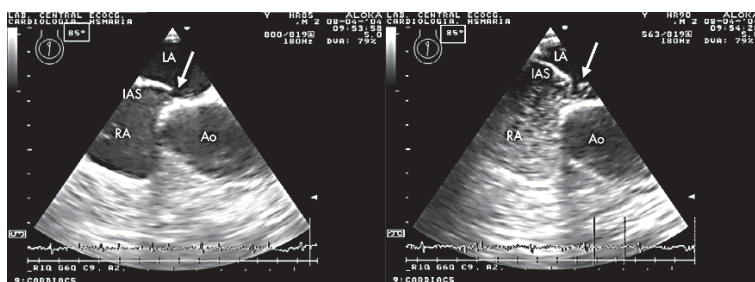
Чреспищеводная эхокардиография у пациента с открытым овальным окном. Слева показано широкое расхождение краев межпредсердной перегородки в области овальной ямки (стрелка). Справа прохождение микропузырьков контраста через межпредсердную перегородку во время пробы Вальсальвы (стрелка). Ao, корень аорты; IAS, межпредсердная перегородка; LA, левое предсердие; RA, правое предсердие.
